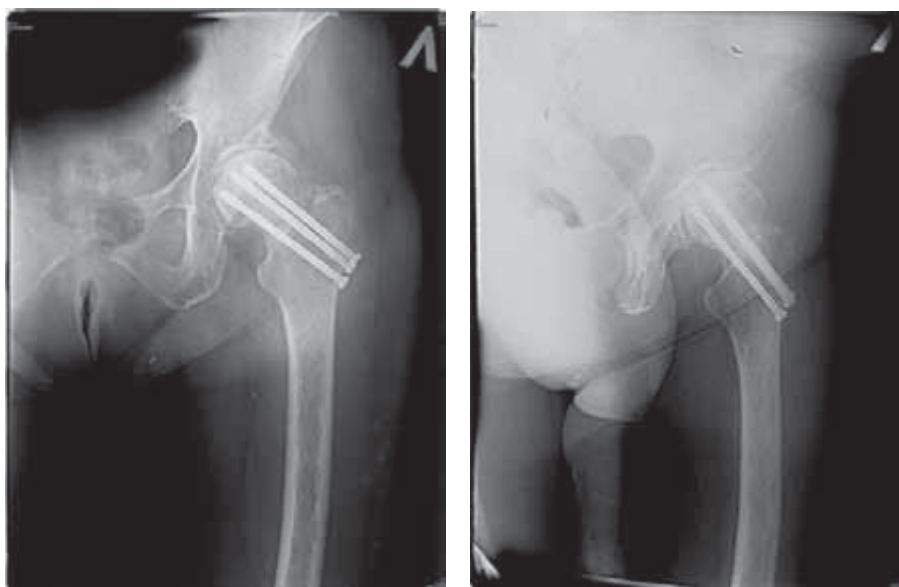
Больная С. Рентгенограмма через 1 год после операции. Сросшийся перелом шейки левой бедренной кости
